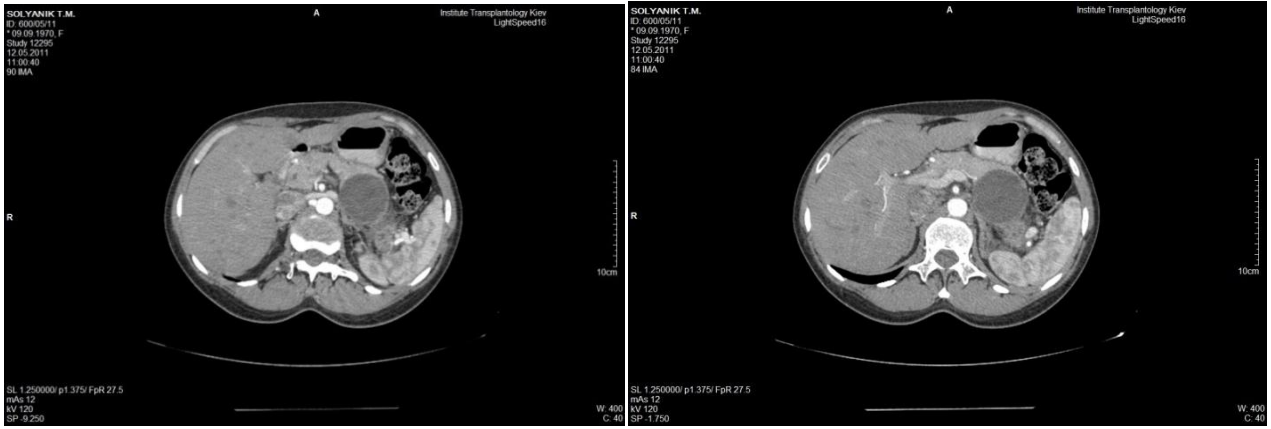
Комп'ютерна томограма пацієнта з псевдокістою хвоста ПЗ.
